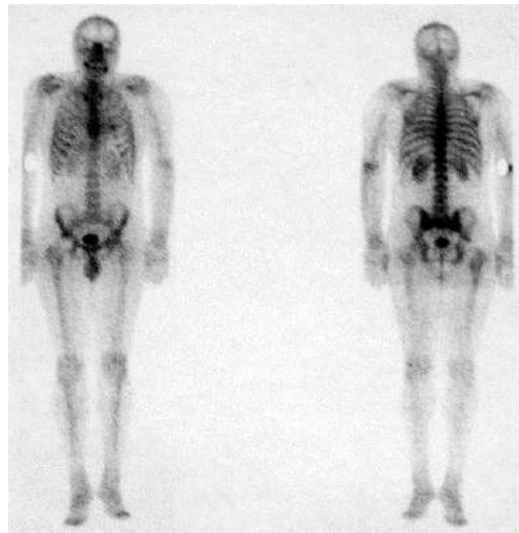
♂, 32 года, диагноз: асептический некроз головки правого бедра, 3ст. Лучевой мониторинг через 3 года после артропластики правого ТБС: остеосцинтиграмма с радиофармпрепаратом (РФП) «Перфотек-99mTc»
